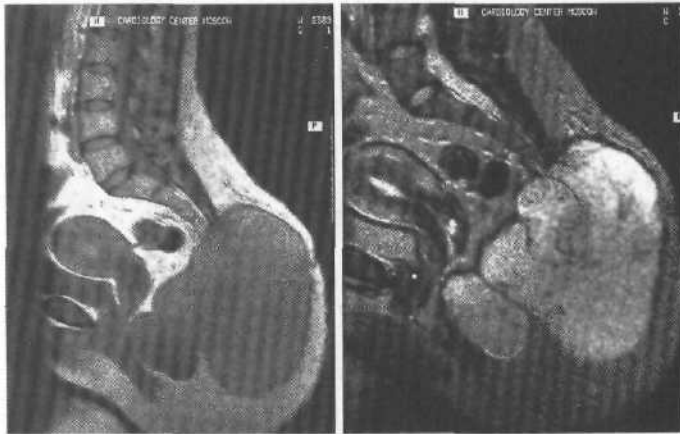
Сагитальные МРТ, T_1 - и T_2 -режимы. Гигантская хондрома крестца. Опухоль верхним полюсом достигает S_{III} .
